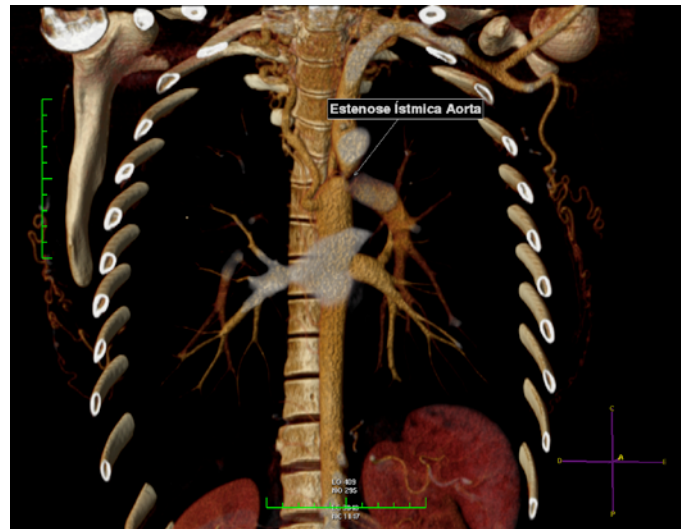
Reconstrução da angiotomografia da aorta
